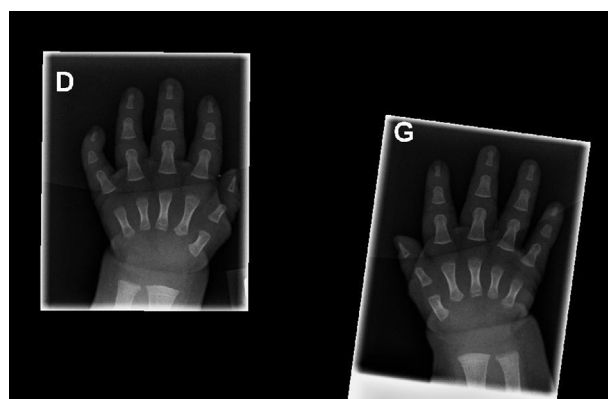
Radiographie des deux mains : implantation haute des pouces.
